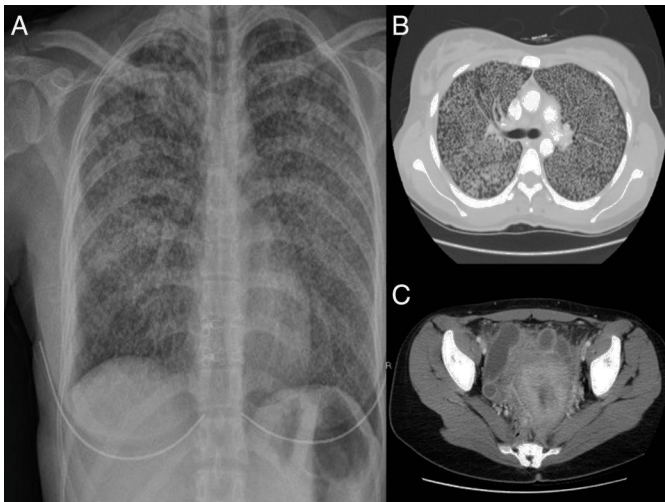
A) Radiografía simple de tórax. B) Corte axial de la TAC de tórax. C) Corte axial de la TAC de pelvis.
